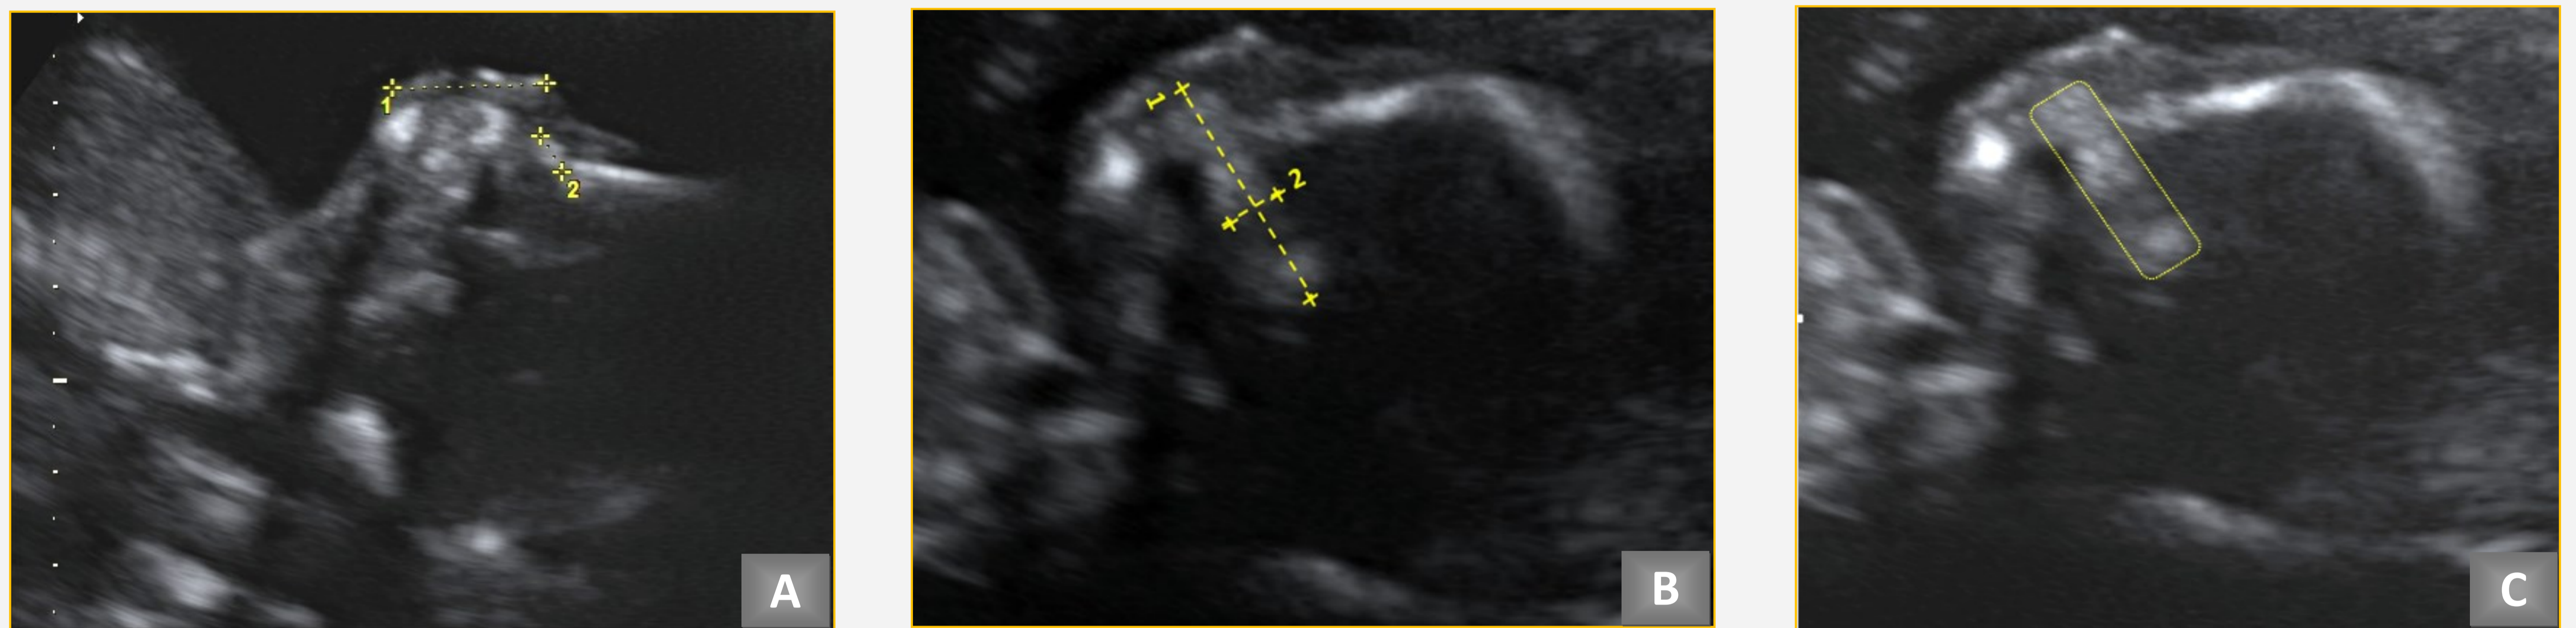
Ultrassonografias bidimensionais de feto com Trissomia 21, de 16 semanas de gestação. A) Plano sagital médio da face demonstrando a biometria do perfil facial (1) e do osso nasal (2). B) Plano sagital médio da face demonstrando a biometria do maxilar superior, nomeadamente comprimento (1) e altura (2). C) Plano sagital médio da face demonstrando a biometria do perímetro do maxilar superior.
